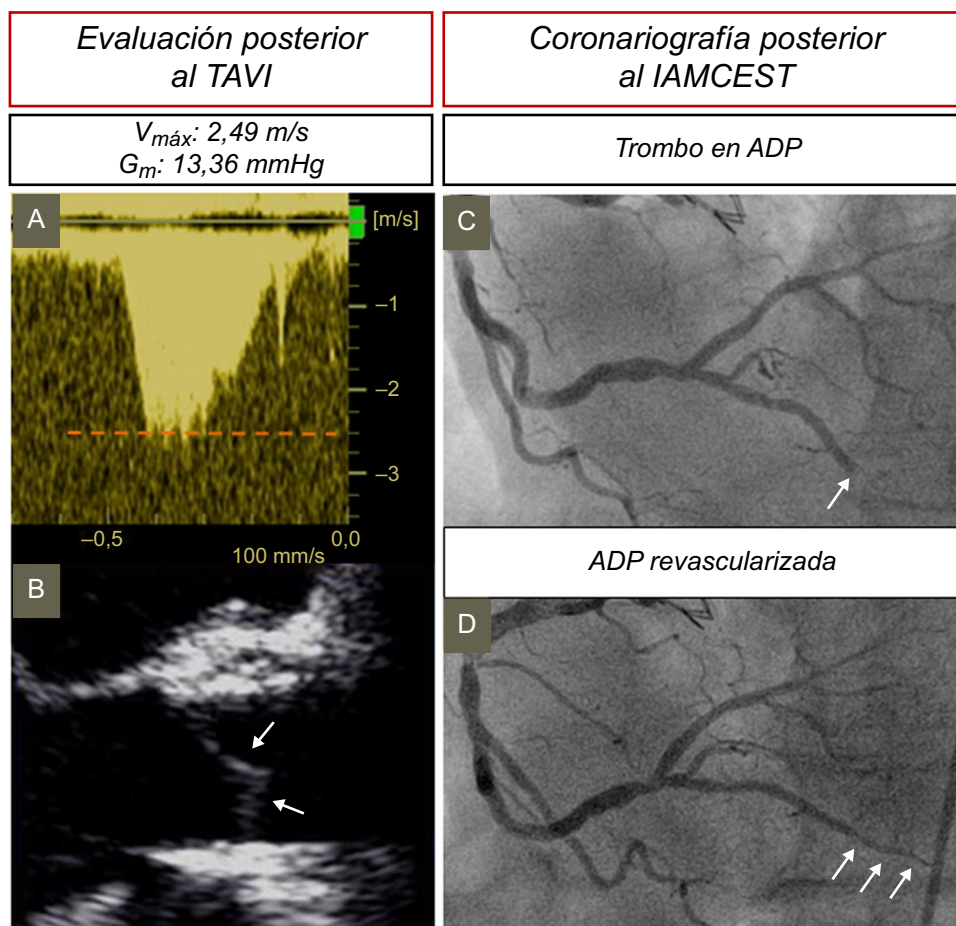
ETT con Doppler continuo y ETE bidimensional de seguimiento tras el TAVI. A: ETT de seguimiento tras el implante que muestra una velocidad máxima y un gradiente medio transvalvular normales. B: ETE en proyección de eje largo mesoesofágico que muestra unas valvas aórticas delgadas (flechas). C y D: imágenes de angiografía coronaria que muestran una lesión característica de embolia con oclusión de la arteria descendente posterior (C, flecha), con recanalización posterior tras la angioplastia coronaria transluminal percutánea (D, flechas). ADP: arteria descendente posterior; ETE: ecocardiografía transesofágica; ETT: ecocardiografía transtorácica; G_m : gradiente medio; IAMCEST: infarto agudo de miocardio con elevación del segmento ST; TAVI: implante percutáneo de válvula aórtica; $V_{m\acute{a}x}$: velocidad máxima.
